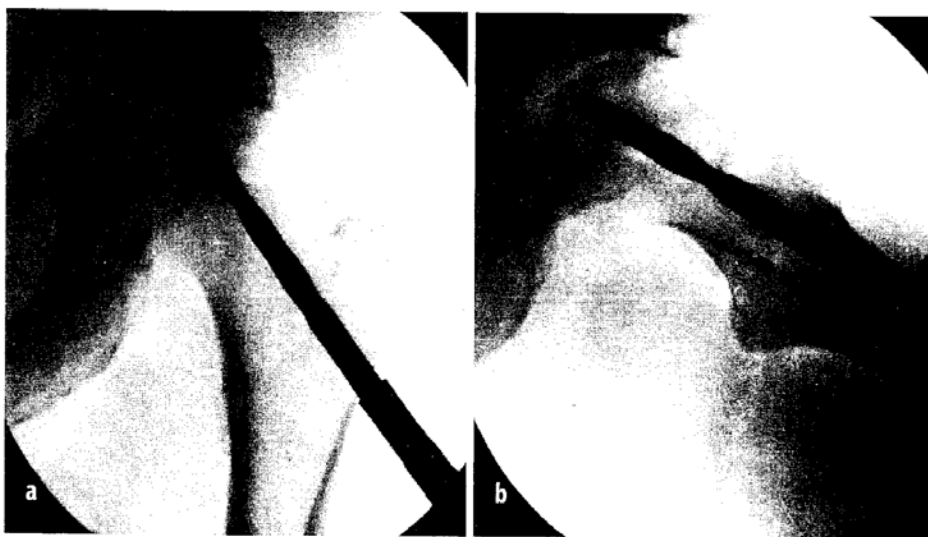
Markraumdekompression, intraoperative Röntgenkontrolle (aus Schneider, 2000)
